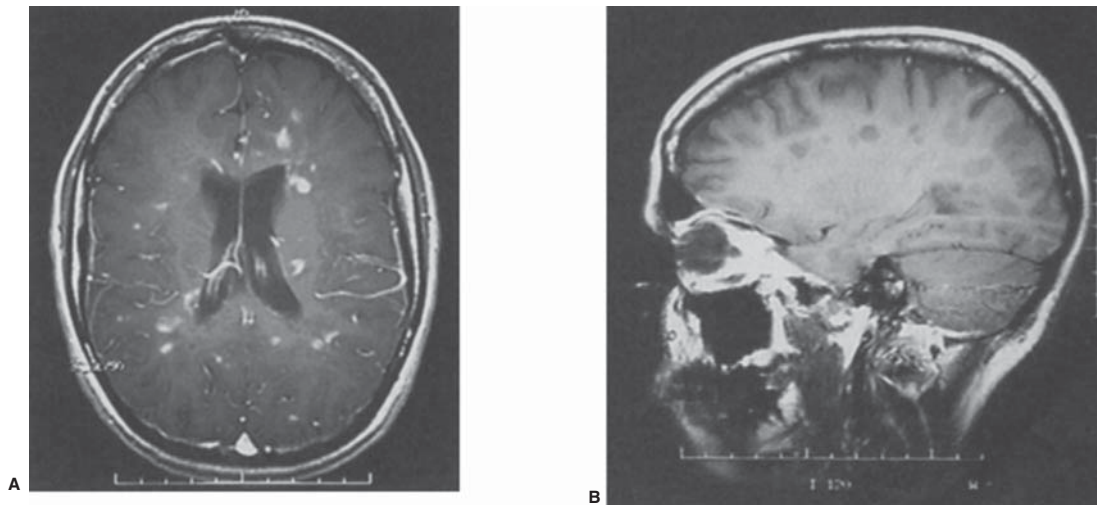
A) Resonancia magnética con múltiples placas de desmielinización en un paciente con esclerosis múltiple. B) Observe los agujeros negros.)
